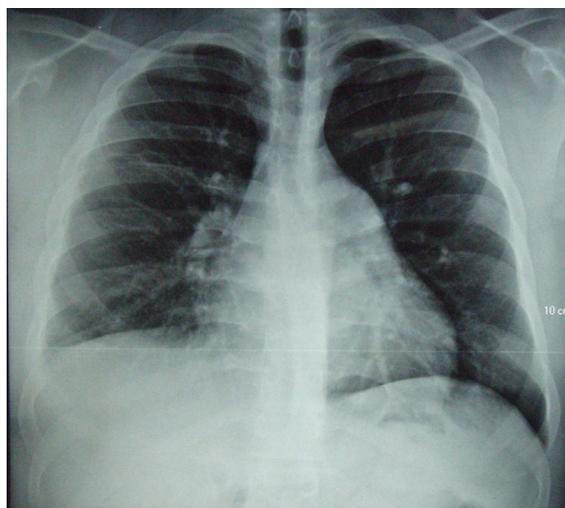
Radiografia de tórax revelando imagem de hipotransparência em terço médio e inferior do hemitórax direito.
